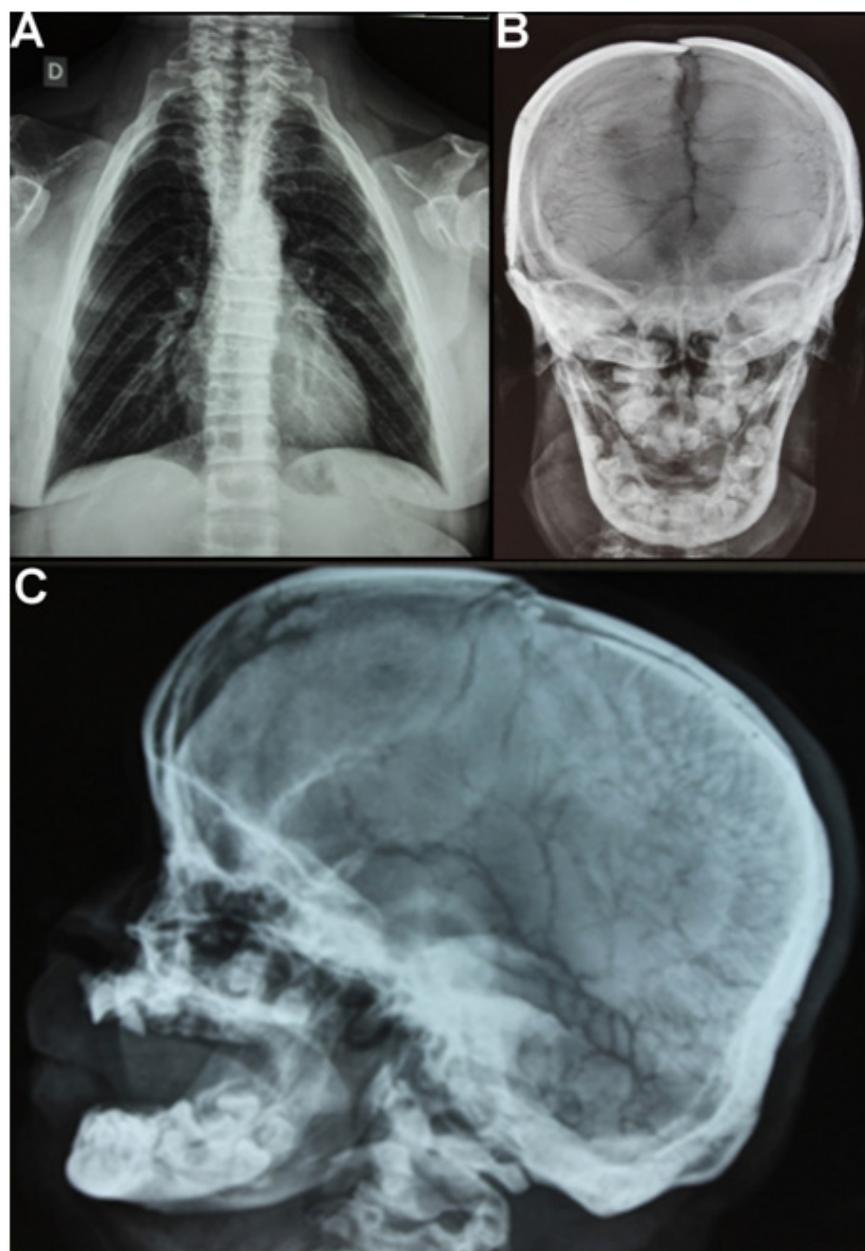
Radiografias torácica (A) e do crânio (B, C) da paciente de 34 anos.
